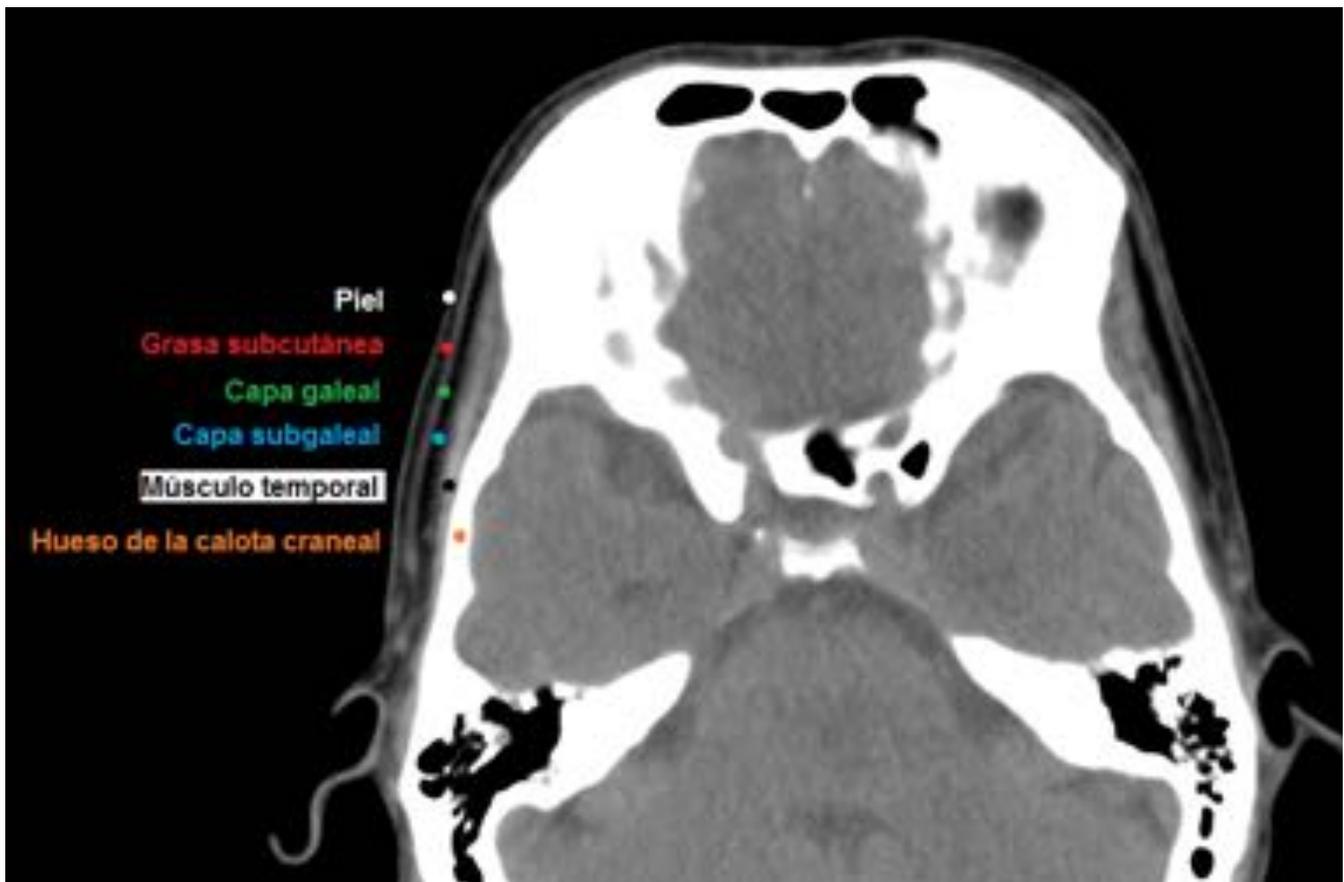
Las capas en el cráneo. Las meninges habitualmente no se aprecian en la TC craneal sin contraste.
